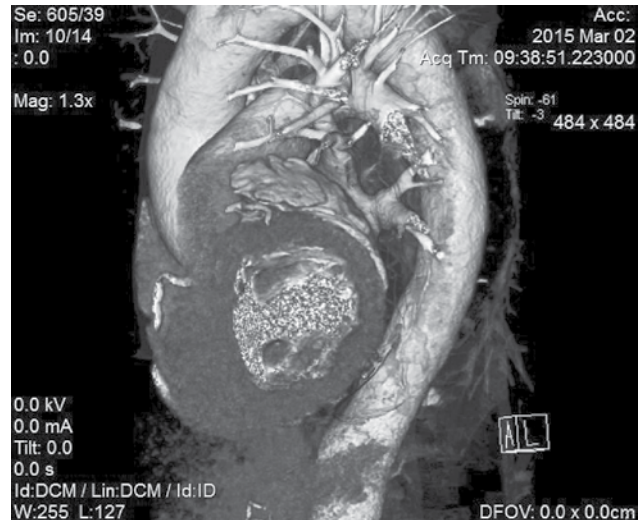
Фрагмент объемной реконструкции результатов спиральной компьютерной томографии
